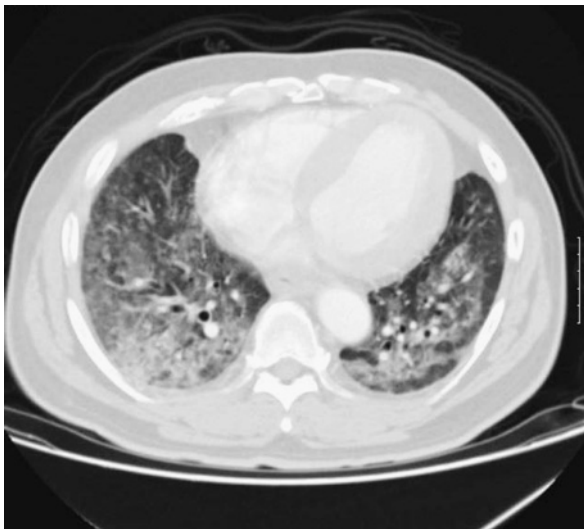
Chest CT on admission
